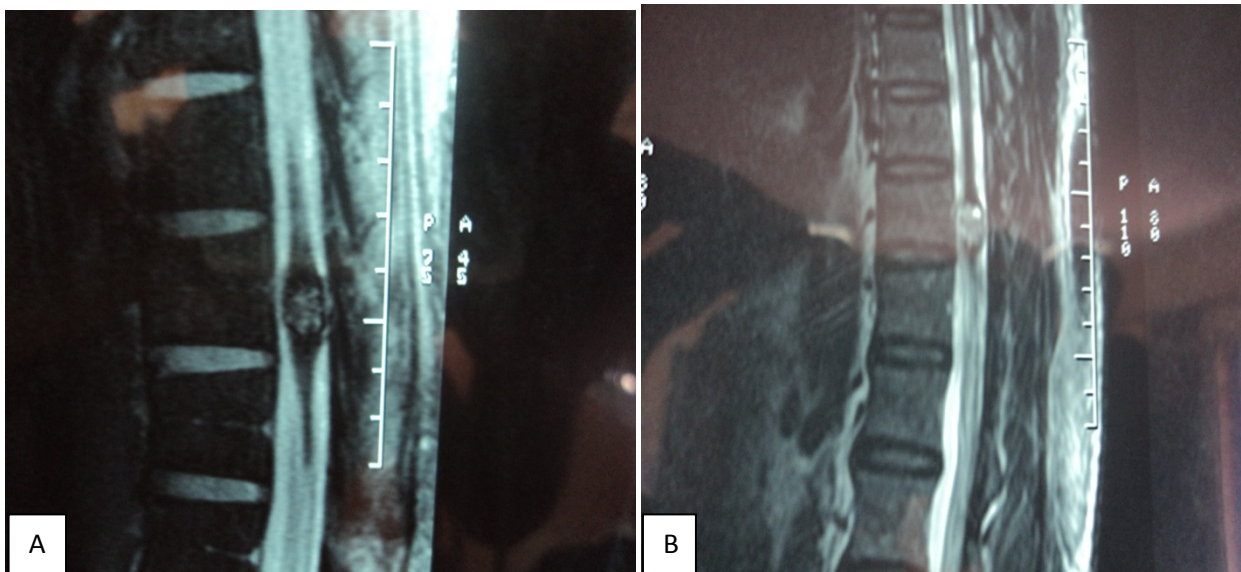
IRM rachidienne sagittale en séquence pondérée T1 (A) et en coupe sagittale en séquence pondérée T2 (B) sans injection de gadolinium, montrant une lésion arrondie en regard de D10 bien limitée mesurant 14/9 mm en iso-signal en T1 et en hyper-signal en T2, hétérogène entourée d'une couronne périphérique en hypo-signal avec aspect en "poivre" et "sel" vers la séquence d'écho de gradient en rapport avec un cavernome (service de Radiologie du CHU MED VI).
